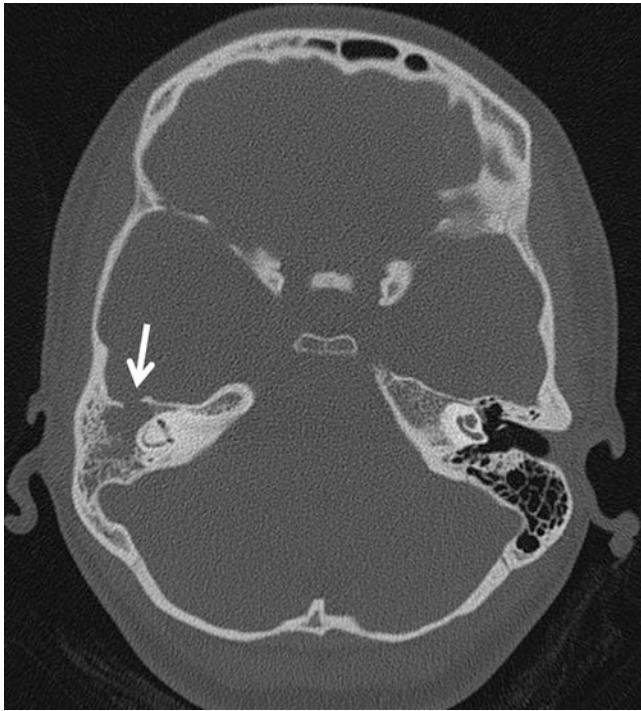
Rechtsseitige Mastoiditis im CT (Knochenfenster) mit Flüssigkeitsfüllung der Mastoidzellen: Die ossäre Begrenzung zur mittleren Schädelgrube ist destruiert (Pfeil)
